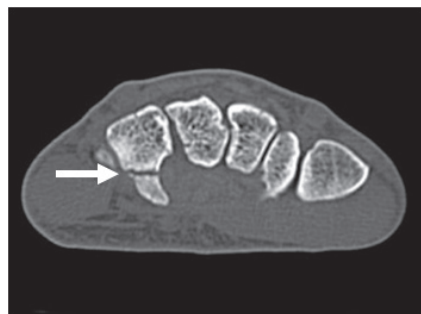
受診時CT像。左有鉤骨鉤基部に陳旧性の斜骨折を認めた(矢印)。
